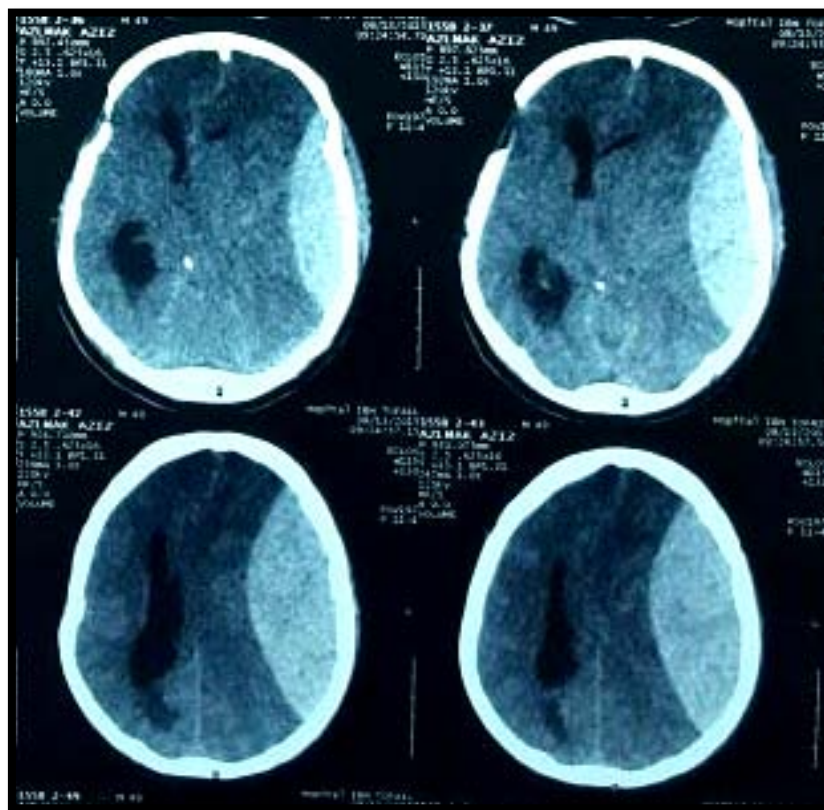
TDM cérébrale fenêtre parenchymateuse coupe axiale qui montre un HED Fronto-pariétal gauche compressif avec un engagement sous falcorienl.
